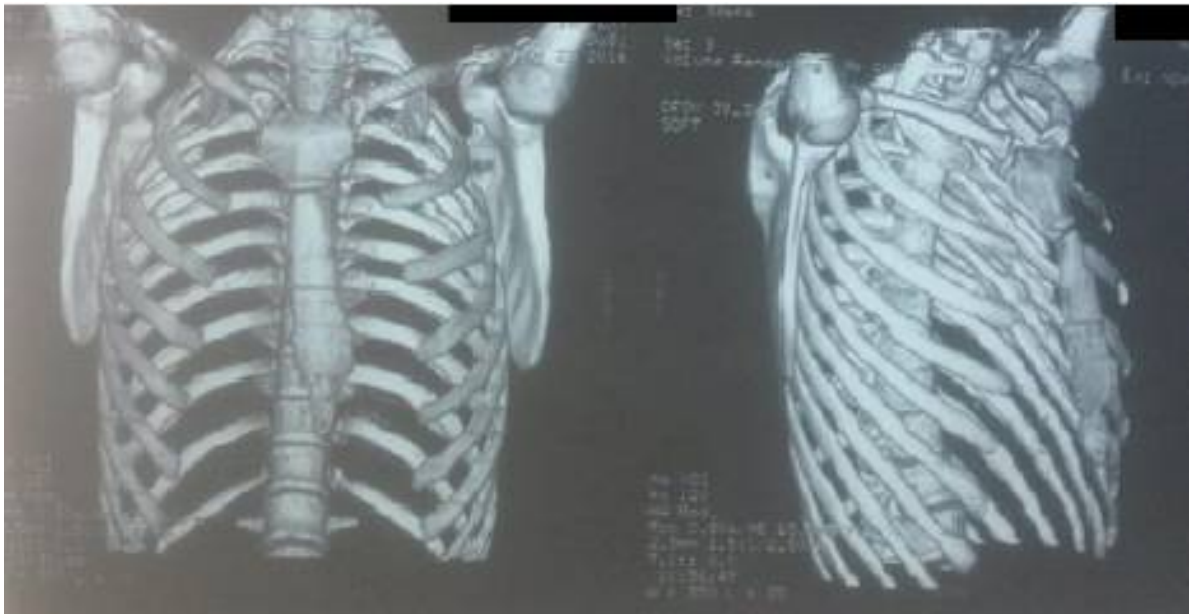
[51]:Reconstruction 3D à partir d'acquisition TDM
